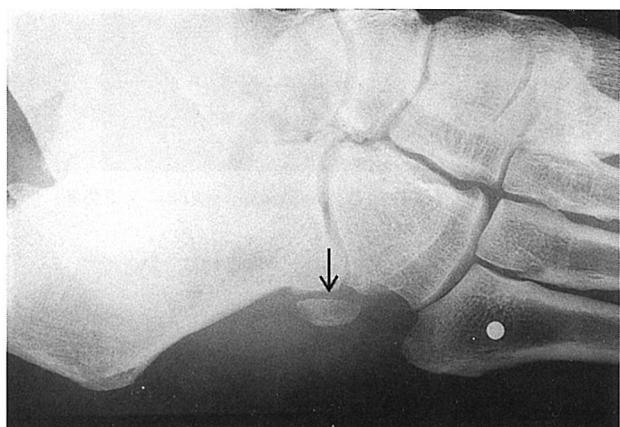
前医X線像（右足斜位像）。Os peroneum（矢印）を認める。
